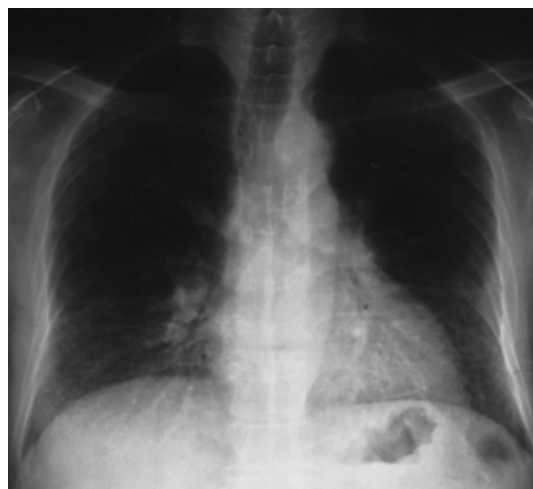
Posteroanterior chest radiograph taken a week before VATS revealed a mild increase of the reticular-nodular shadows in both middle and lower lung fields (in comparison with those at first admission).
